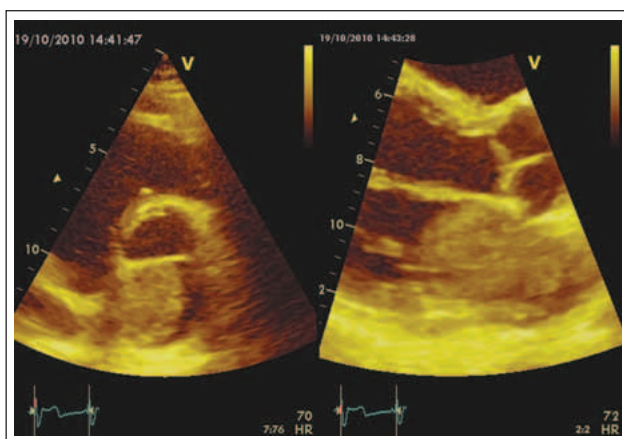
Parasternaler Querschnitt (links) und Längsschnitt (rechts). Große, den Großteil des linken Atriums einnehmende Raumforderung.
